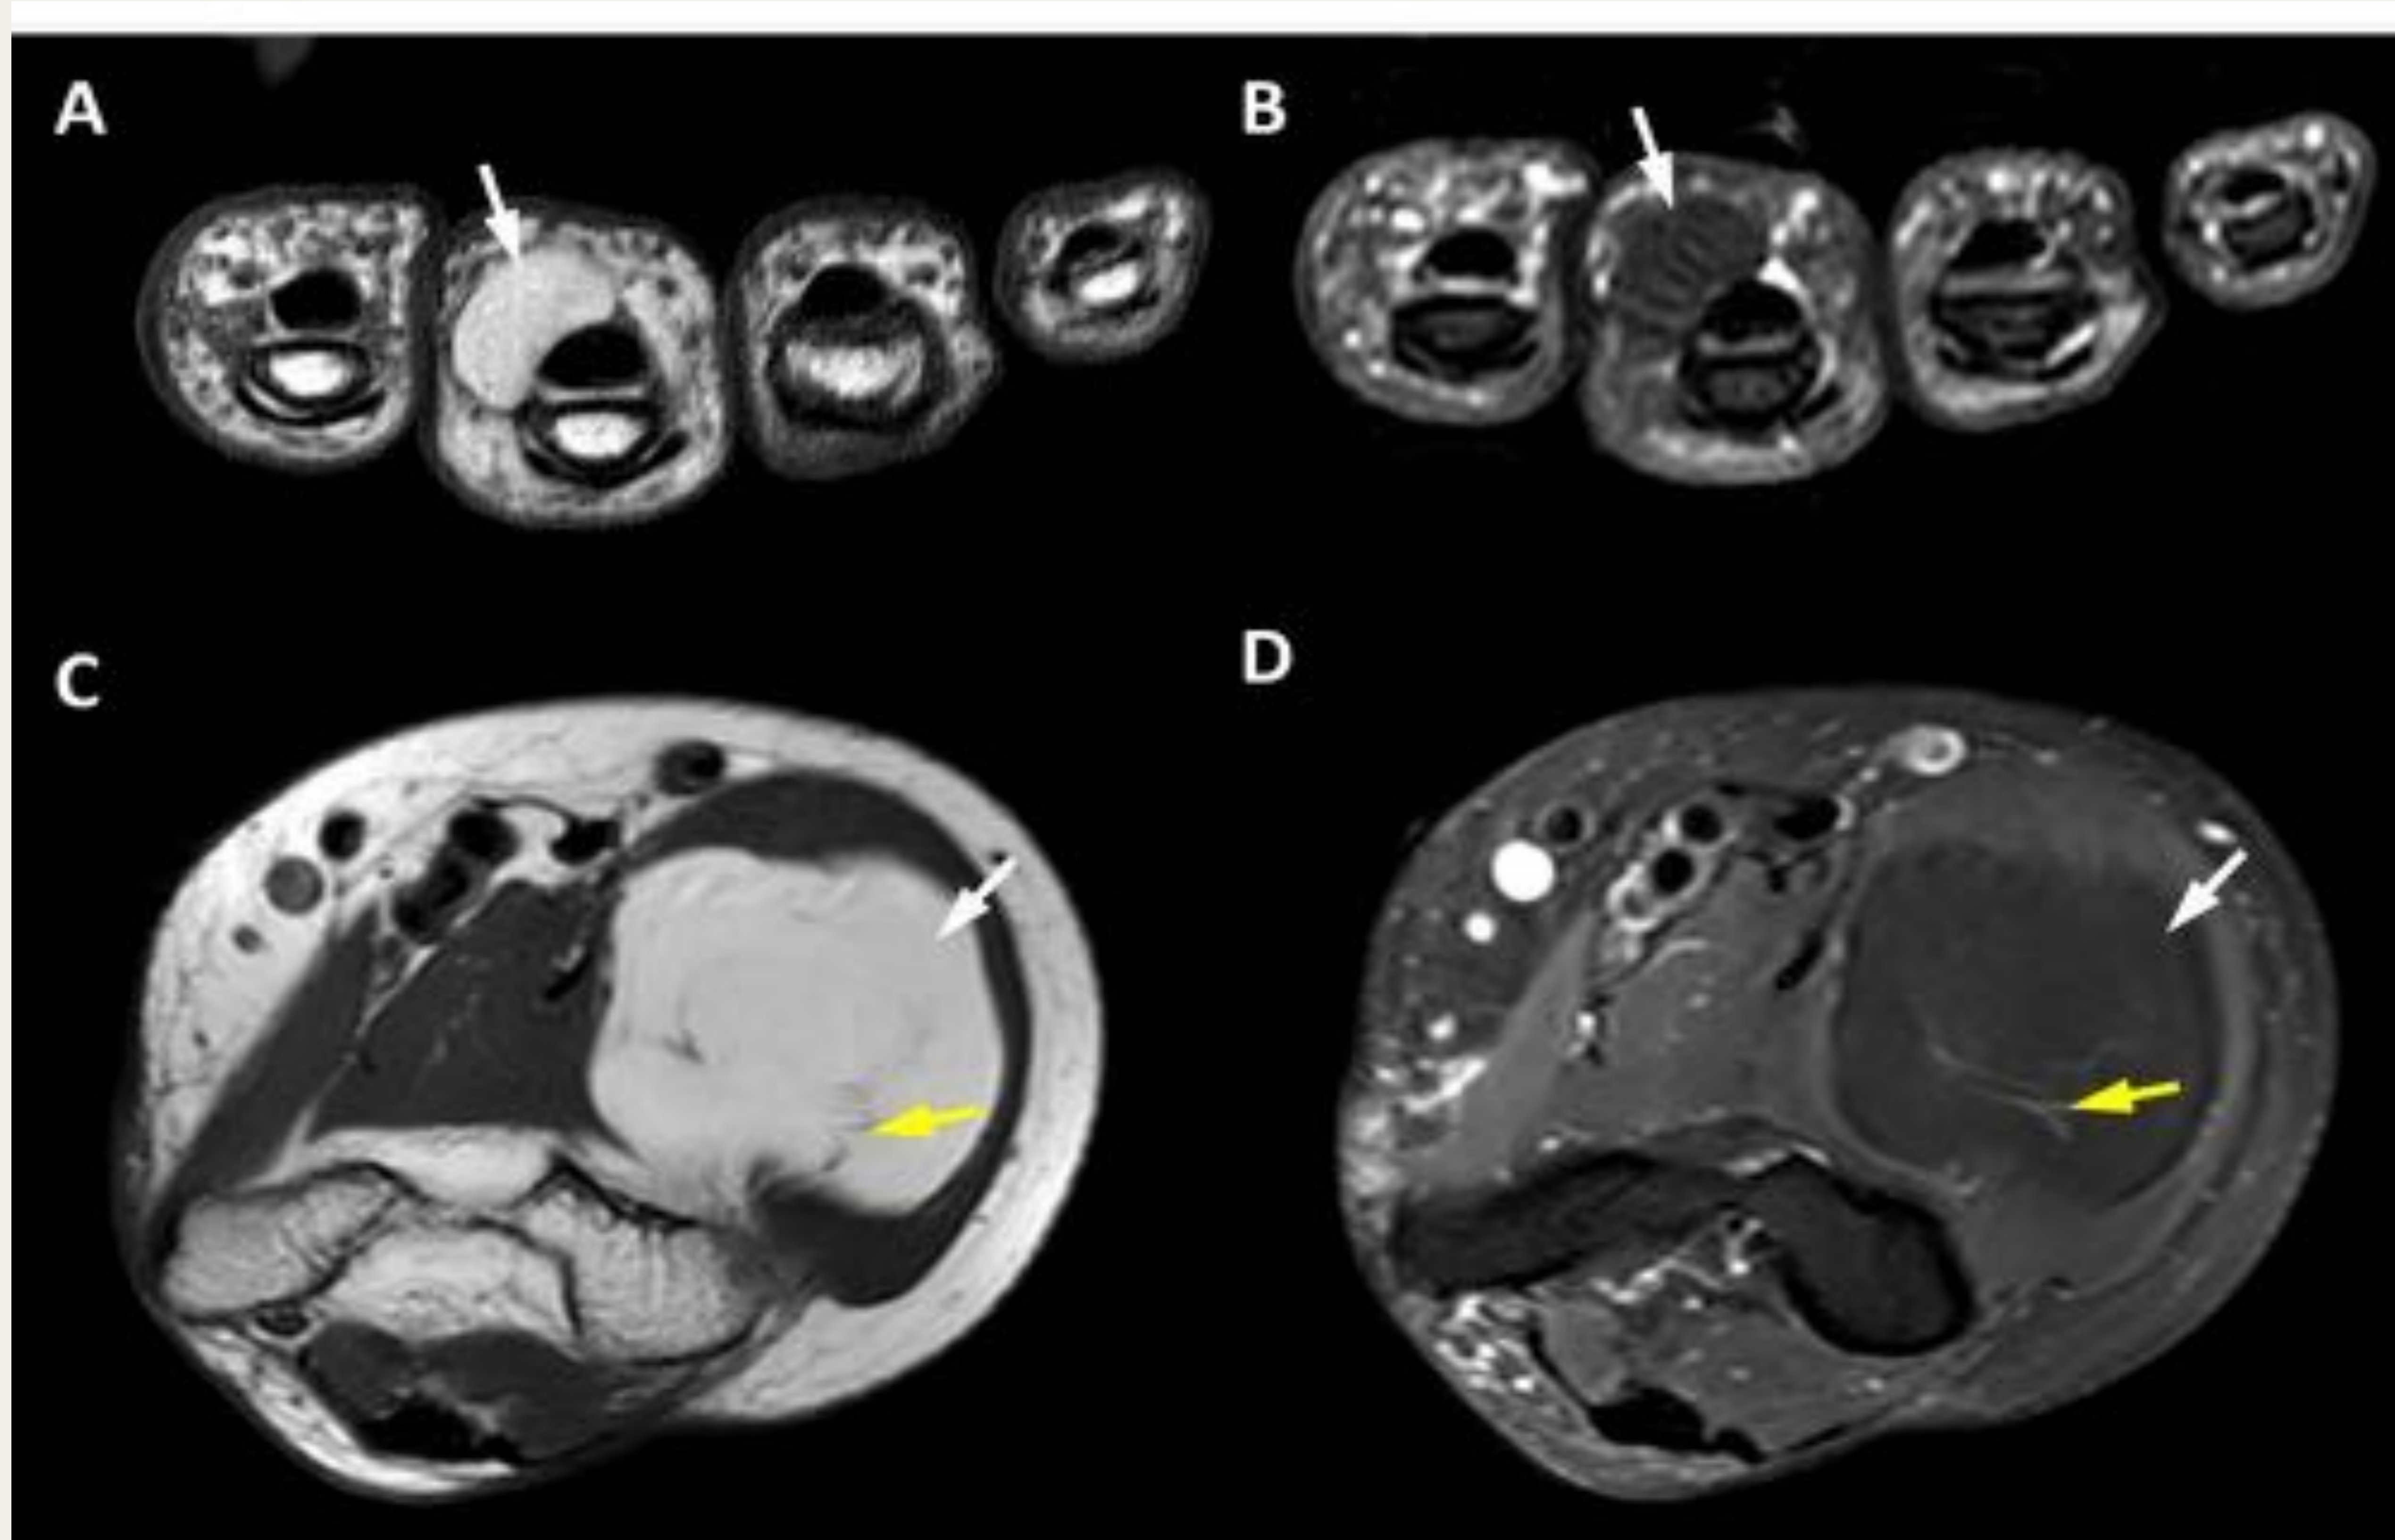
RM secuencias axiales potenciadas en T1 (A) y T2 con supresión grasa (B) que muestran un pequeño lipoma superficial (flecha) adyacente a la vaina de un tendón flexor. Secuencias axiales potenciadas en T1 (C) y densidad protónica con supresión grasa (D) Lipoma intramuscular profundo localizado en el codo (flecha) que contiene finos septos internos (flecha amarilla).
